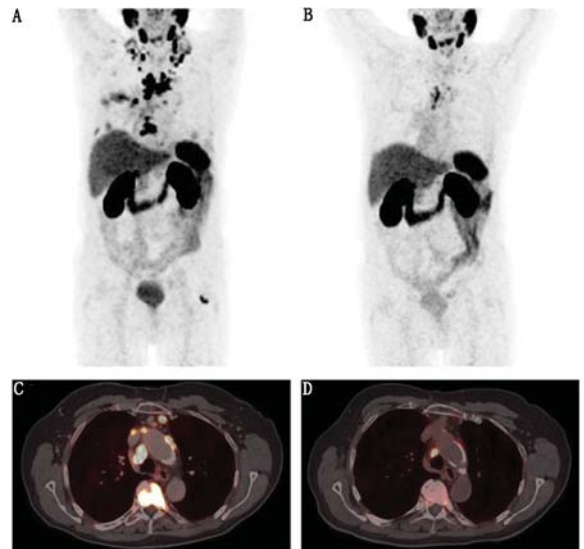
转移性去势抵抗性前列腺癌(mCRPC)患者(78 岁)治疗前和 2 次治疗后⁶⁸Ga-前列腺特异膜抗原(PSMA)-11 PET/CT 显像图。A、B 分别是治疗前和治疗后的全身最大密度投影图;C、D 分别是治疗前和治疗后胸部轴向 PET/CT 显像图,结果显示在进行 2 次治疗(每次治疗剂量为 6.0 GBq)后,PSMA 阳性表达的淋巴结转移和骨转移肿瘤明显减少,血清前列腺特异抗原(PSA)水平由 11.5 $\mu\text{g/L}$ 下降至 1.2 $\mu\text{g/L}$
